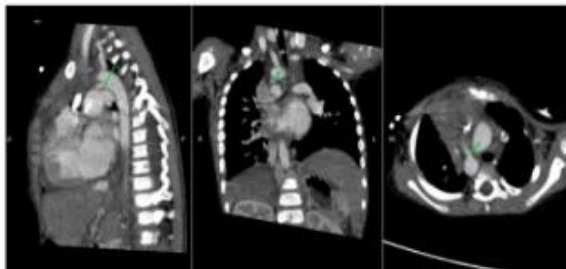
CT cardiac in sagittal, coronal, and axial sections showing Patent Ductus Arteriosus (PDA) in width 4.0 cm
